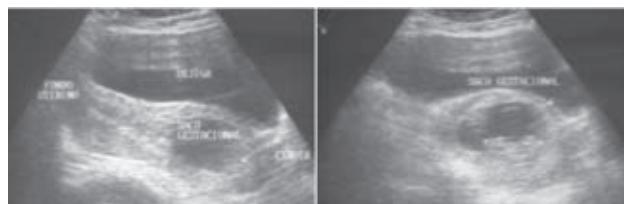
Ultrasonido donde se observa un saco gestacional de siete semanas de gestación con implantación corporal baja.
